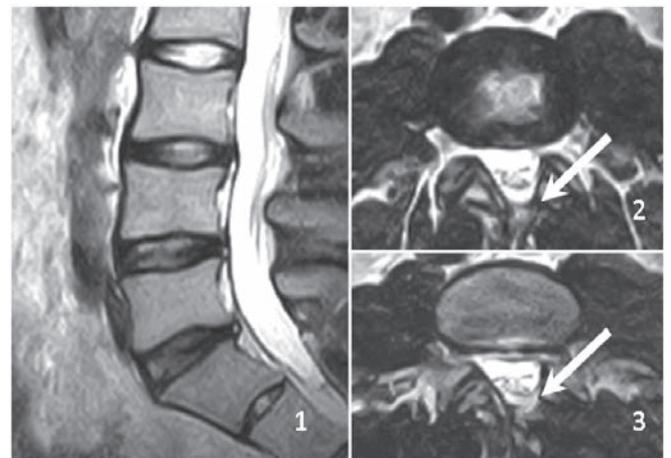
Сагиттальный (1) и аксиальные (2, 3) срезы МРТ в T2-режиме, стрелкой обозначен послеоперационный дефект левой полудужки позвонка L4.
